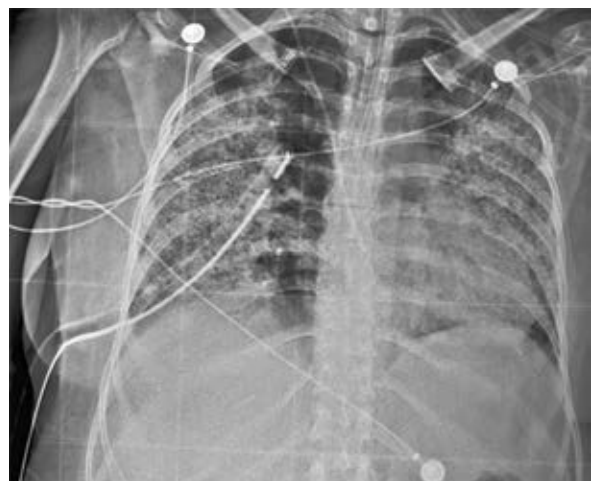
Radiografía de tórax: hemorragia alveolar previa al cuadro de diabetes insípida.
